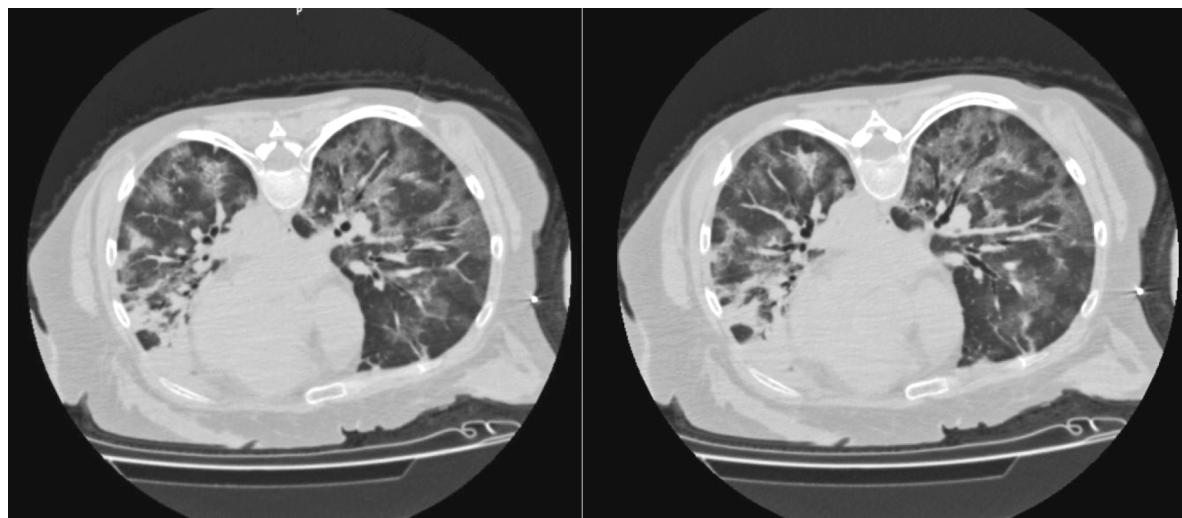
Computed tomography of the lungs of Patient L. (October 23, 2021, 12th day of illness)
